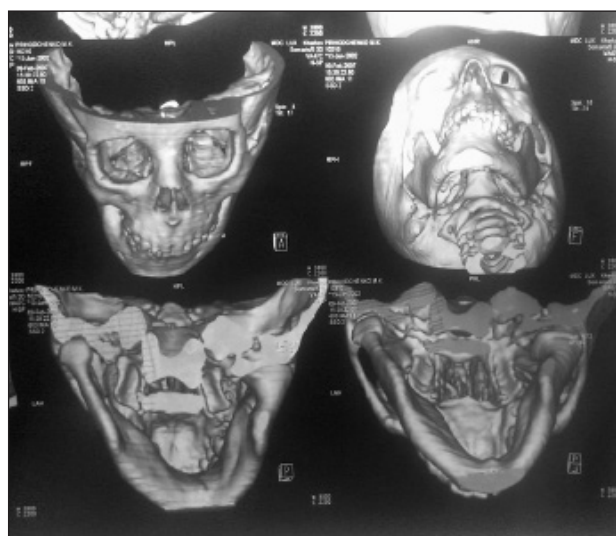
Компьютерная томография ребенка П. до операции
